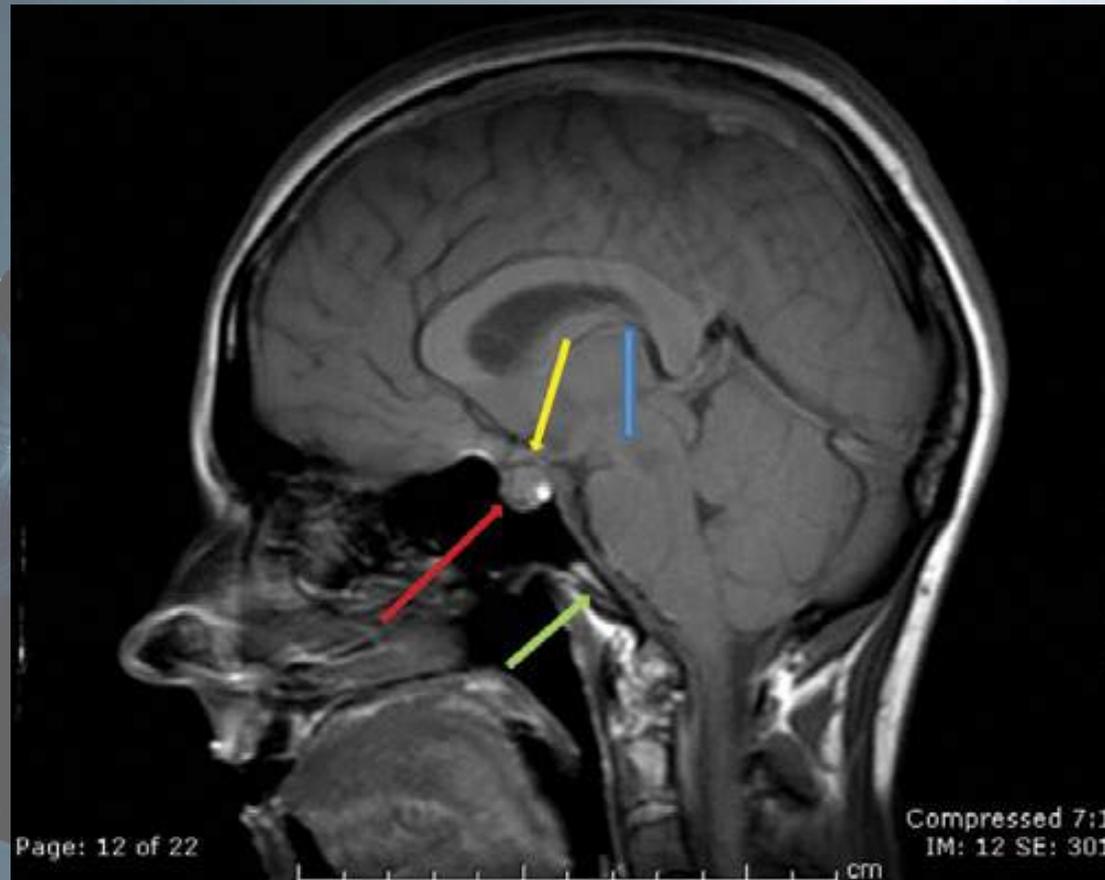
Midline sagittal T1-weighted image demonstrating a “sagging brain” appearance (blue arrow) with flattening of the anterior margins of the pons and medulla (green arrow). There is loss of the vertical height of the suprasellar cistern and sagging of the tuber cinereum (yellow arrow). There is a prominent pituitary gland (red arrow).
